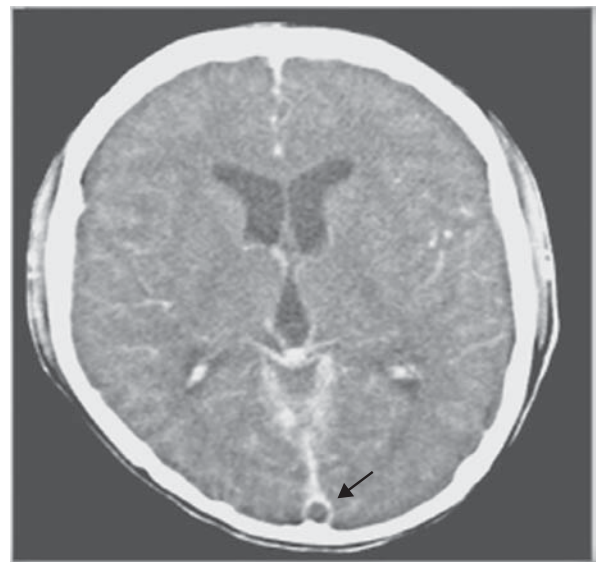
Tomografía axial computarizada de un paciente con trombosis del seno sagital superior. Nótese la ausencia de llenado del seno sagital superior en su porción posterior (signo delta, flecha).
